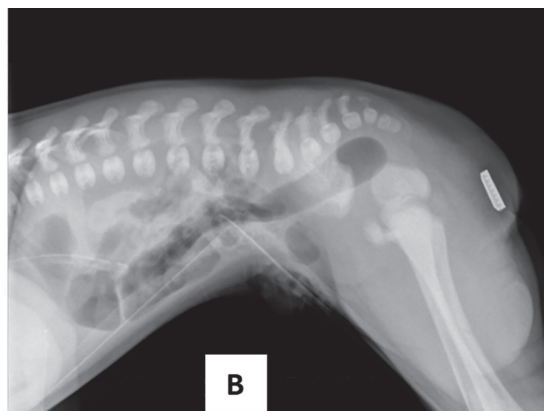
Рентгенография «prone position». Определяют уровень атрезии прямой кишки по расстоянию между меткой на промежности и газовым пузырем в слепом конце прямой кишки. А – Низкая атрезия;
